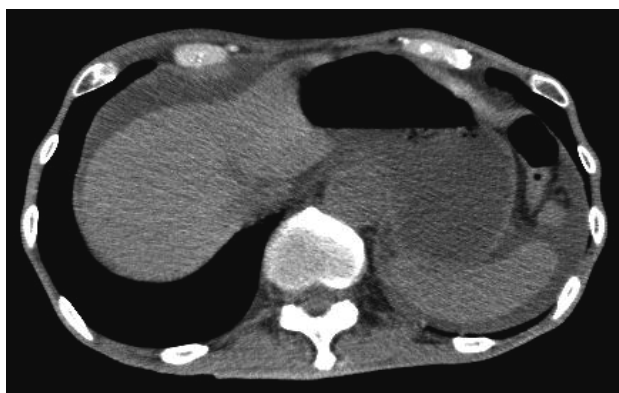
入院時腹部両CT。横隔膜下に腹水の貯留がみられる。
